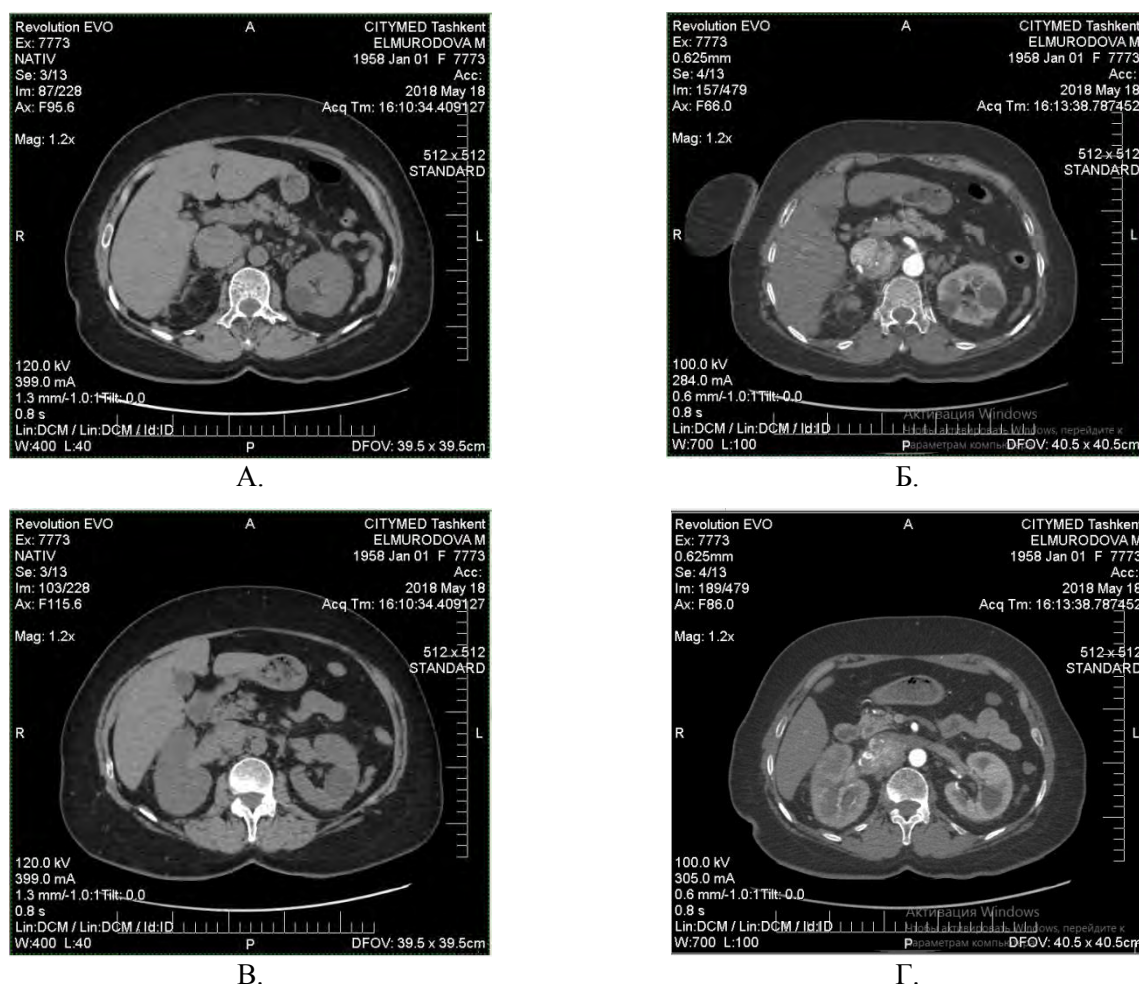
Случай № 2. А. КТ-сканирование (аксиальные срезы), показывает расширение просвета НПВ. Б. показывает наличие опухолевых масс в просвете НПВ. В. массивная дилатация правой почечной вены. Г. В просвете почечной вены при контрастировании определяется опухолевый тромб
